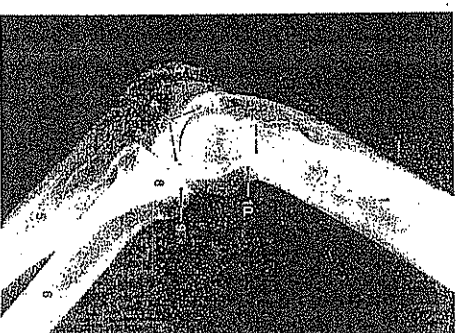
Radiografía lateral del codo.
